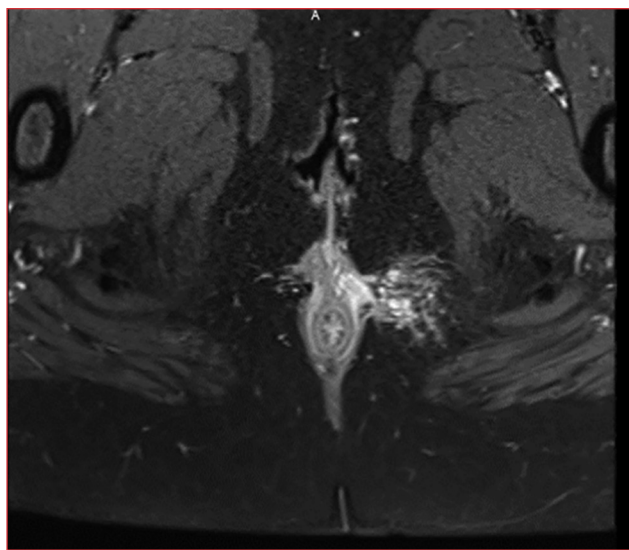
• IRM pelvienne séquence T1 avec gadolinium.
